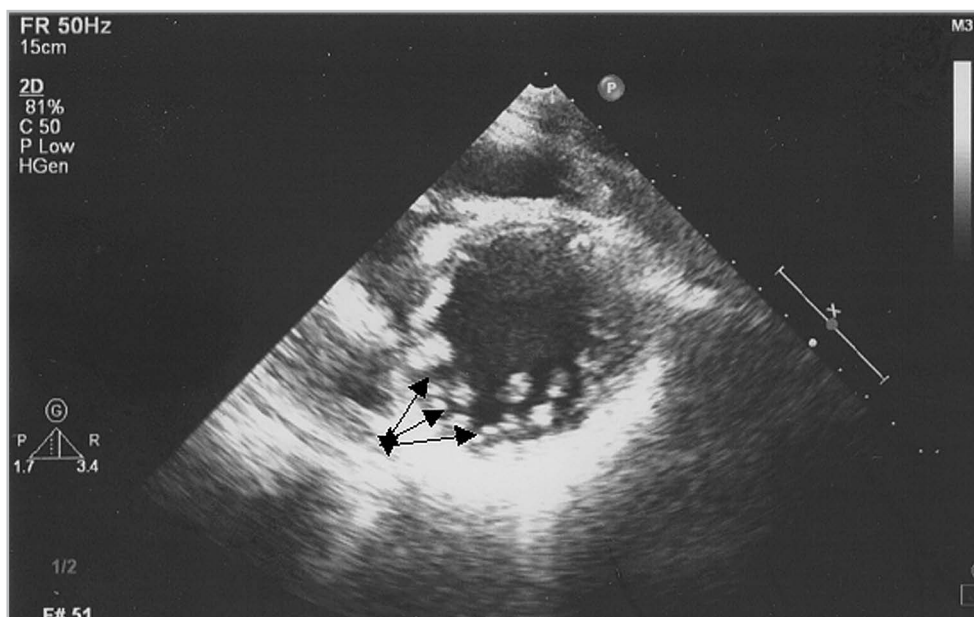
Трансторакальная эхокардиограмма. Апикальная двухкамерная позиция: повышенная трабекулярность миокарда левого желудочка с межтрабекулярными карманами (указано стрелками)
